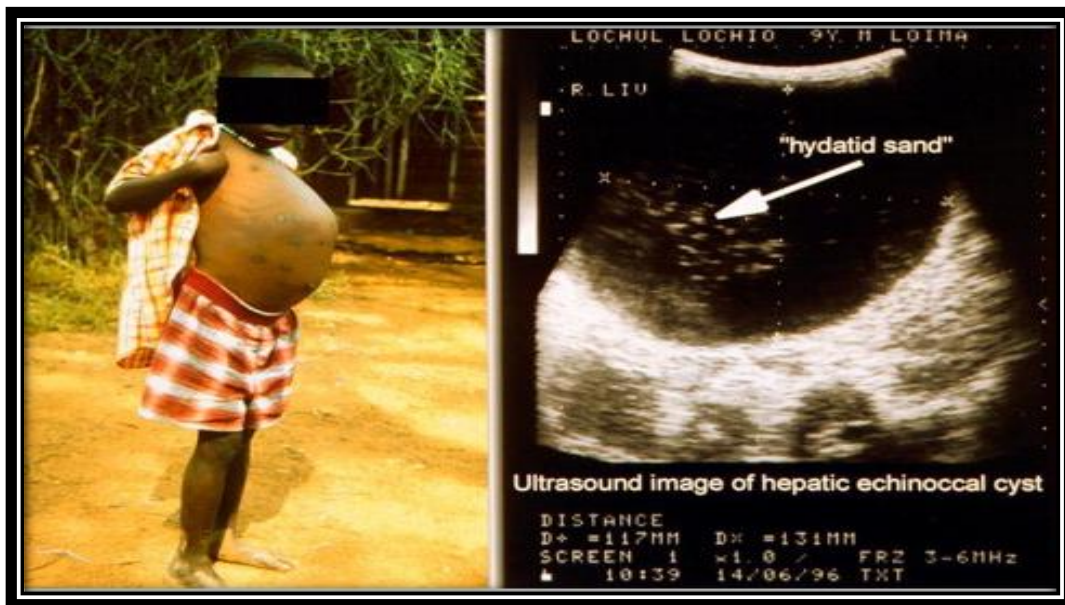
Garçon avec abdominal distension en raison d'*échinococcus* kystique du foie comme indiqué par image à ultrasons. (Moro et Peter., 2009)
